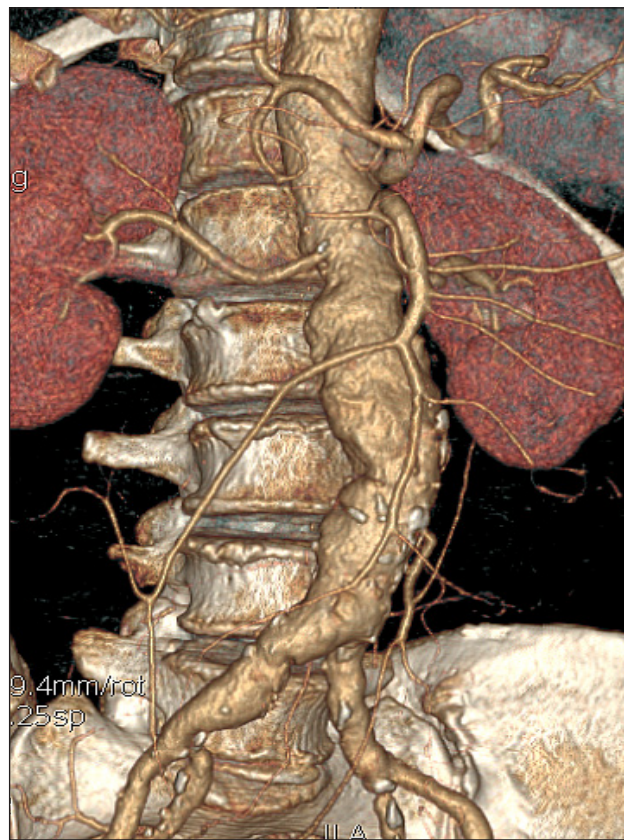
МСКТ-ангиография больной М., 69 лет
